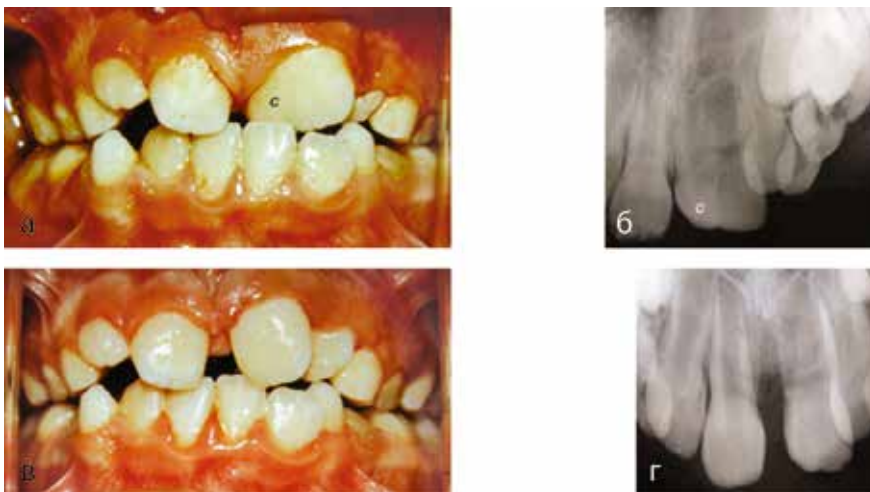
Фото прикуса и прицельных рентгенограмм пациента П., 7 лет, мед. карточка № 97.
